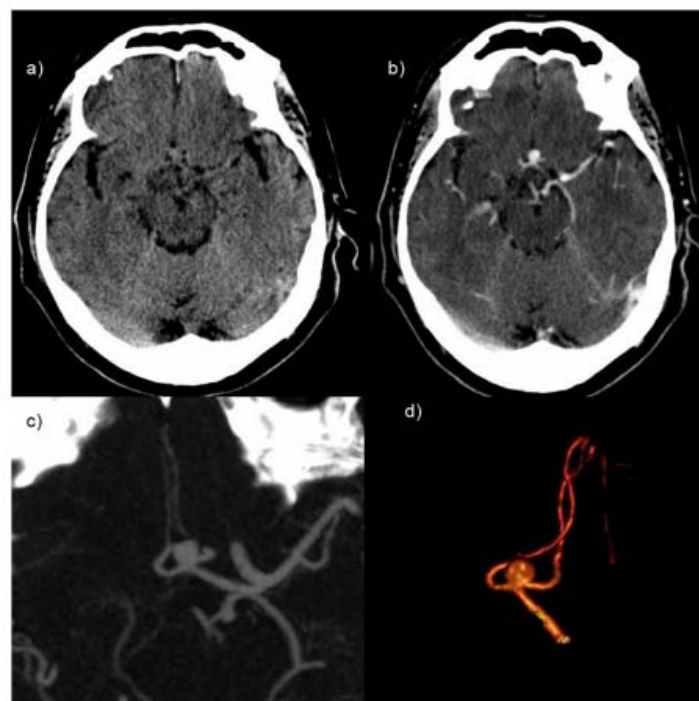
(a) TDM sans injections de PDC en coupe axiale b) Image d'angioscanner en coupe axiale ; (c) en MIP (Maximum intensity projection) et (d) en VR (Volume rendering) objectivant un anévrisme de l'ACoA.
